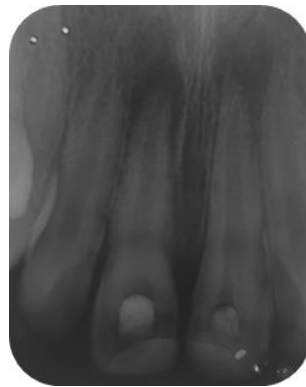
Radiografia após medicação intracanal com hidróxido de cálcio. 19/09/2018
